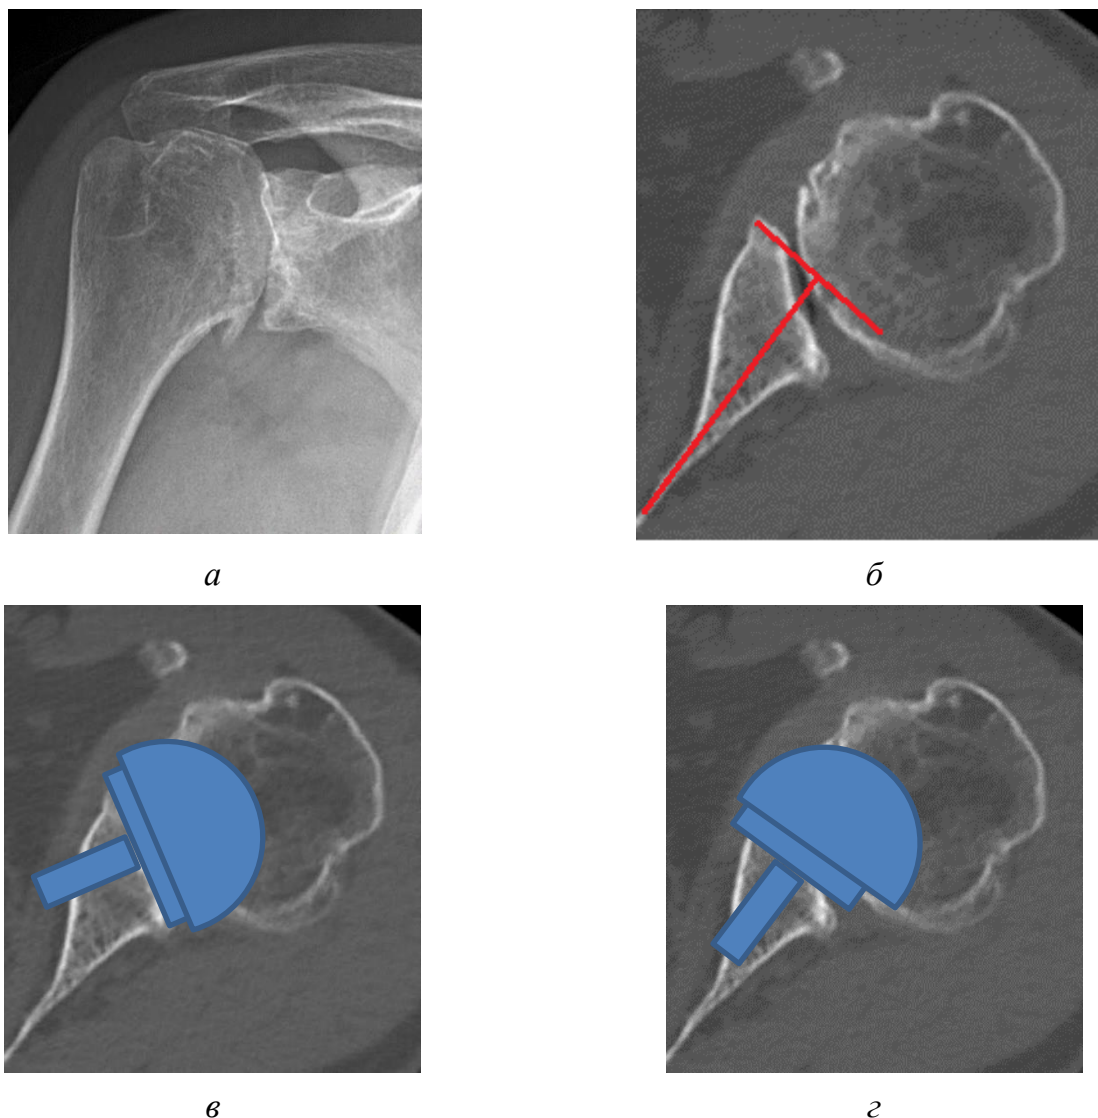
а* – Переднезадняя рентгенограмма плечевого сустава пациента Г.Р.М, 61 год; *б* – КТ-скан, определяется дефект заднего отдела суставного отростка лопатки; *в* – ошибочное положение лопаточного импланта; *г* – правильное положение лопаточного импланта
